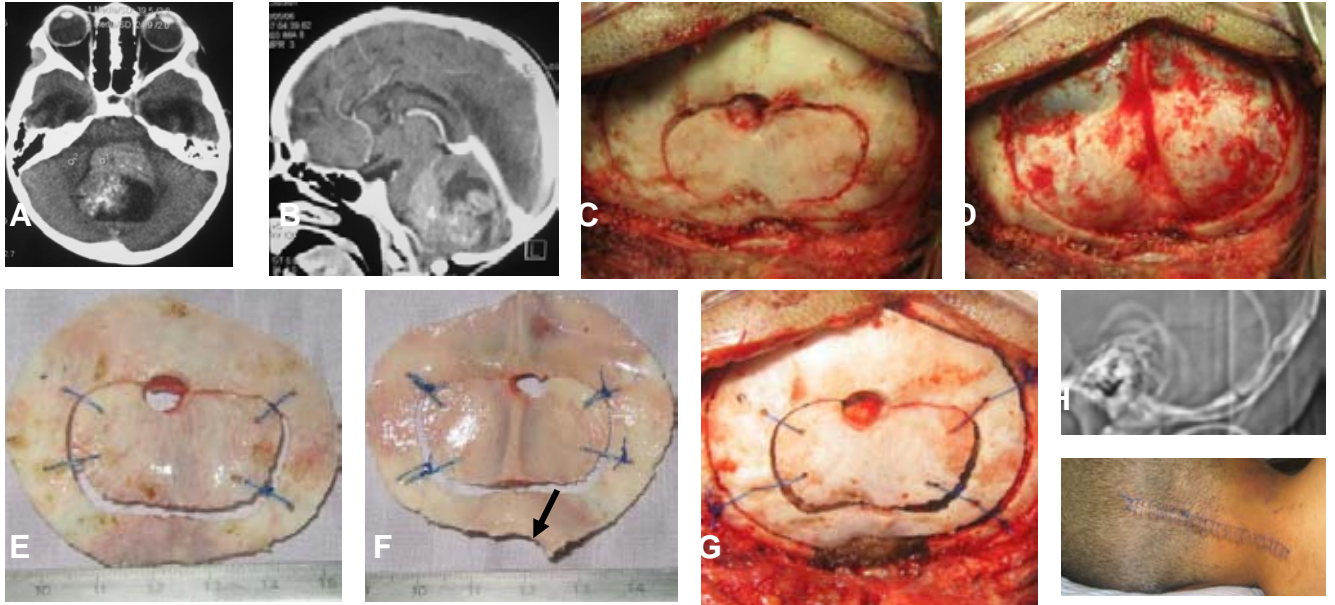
Se presenta el caso de un paciente de 5 años de edad, que presentó un meduloblastoma. Tomografía craneal, axial (A) y sagital (B); El abordaje quirúrgico realizado al usar la craneotomía suboccipital concéntrica media y se exponen trépano y craneotomía inicial apenas debajo del inion (C), exposición completa del abordaje óseo por arriba de los senos venosos transversos y tórcula (D), mediante las dos craneotomías y una dimensión de 3.5x2.2 y 6.2x5.2 cm, con vista exocraneal (E) y endocraneal (F) además de apertura del borde posterior del foramen magno (*flecha*), la recolocación de los colgajos óseos al borde de la craneotomía (G) e imagen de la reconstrucción ósea por un topograma (H) y una foto clínica de la superficie cutánea suboccipital (I).
